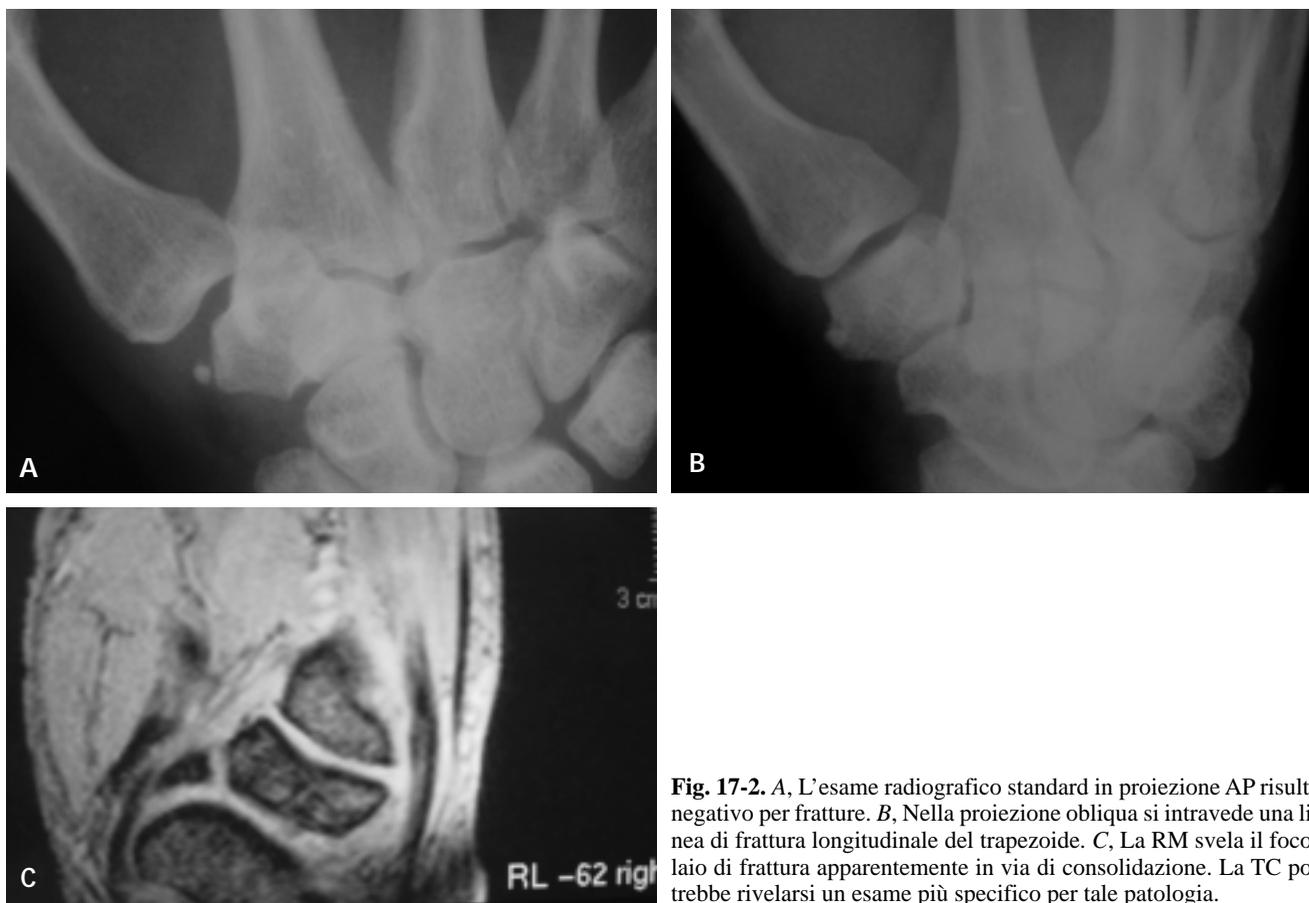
A, L'esame radiografico standard in proiezione AP risulta negativo per fratture. B, Nella proiezione obliqua si intravede una linea di frattura longitudinale del trapezoide. C, La RM svela il focolaio di frattura apparentemente in via di consolidazione. La TC potrebbe rivelarsi un esame più specifico per tale patologia.
